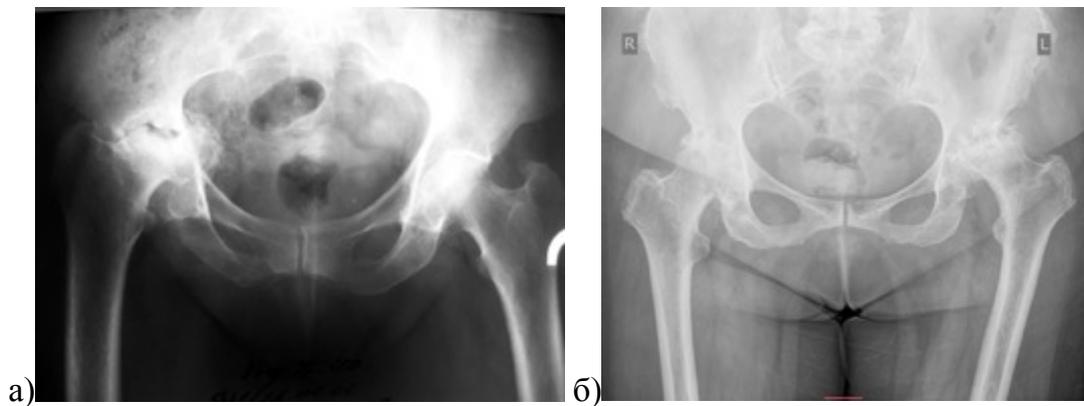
Рентгенограммы таза при воспалительных артропатиях: а) обзорная рентгенограмма таза пациентки 53 лет с серопозитивным ревматоидным артритом, 2 степень активности, изменения в суставе развились за два года; б) обзорная рентгенограмма таза пациентки 65 лет, быстрое течение патологического процесса (около 3 лет) со значительным разрушением суставных поверхностей
